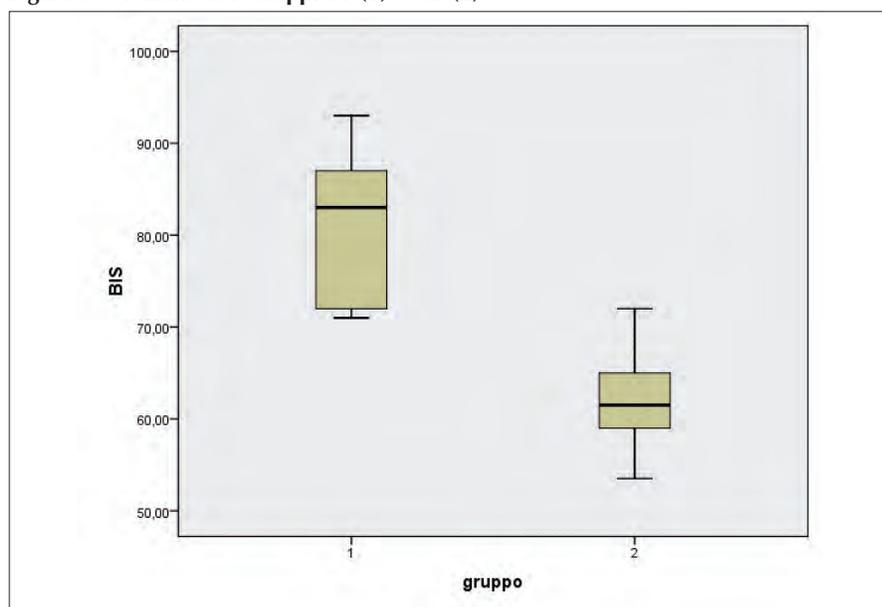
Mediane dei Gruppi ST (1) e CT (2)
